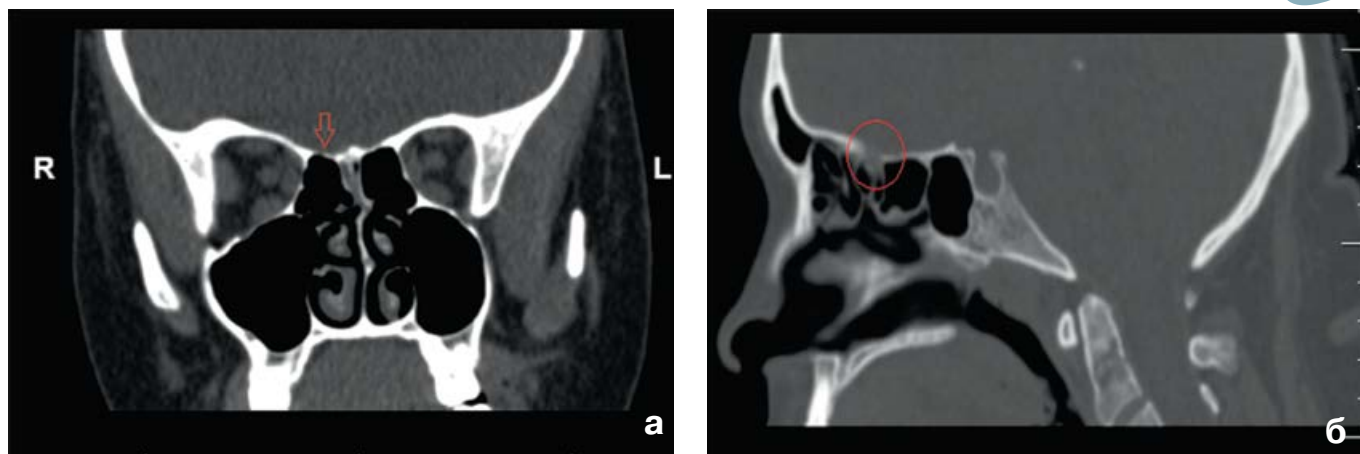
КТ высокого разрешения:
